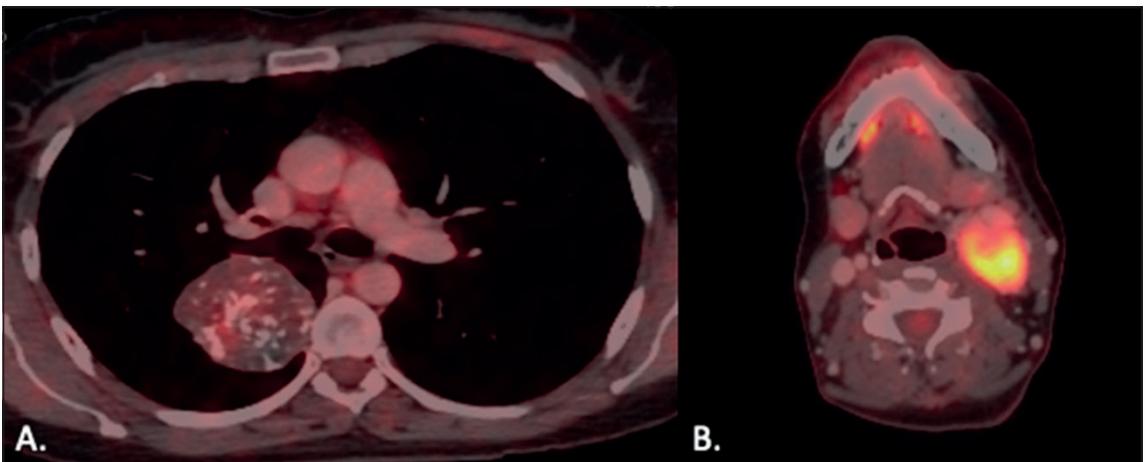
PET-CT. A: Corte sagital de tórax que evidencia condroma pulmonar en lóbulo superior derecho. B: Corte sagital de cabeza y cuello que muestra masa hipermetabólica en bifurcación de la arteria carótida izquierda.
